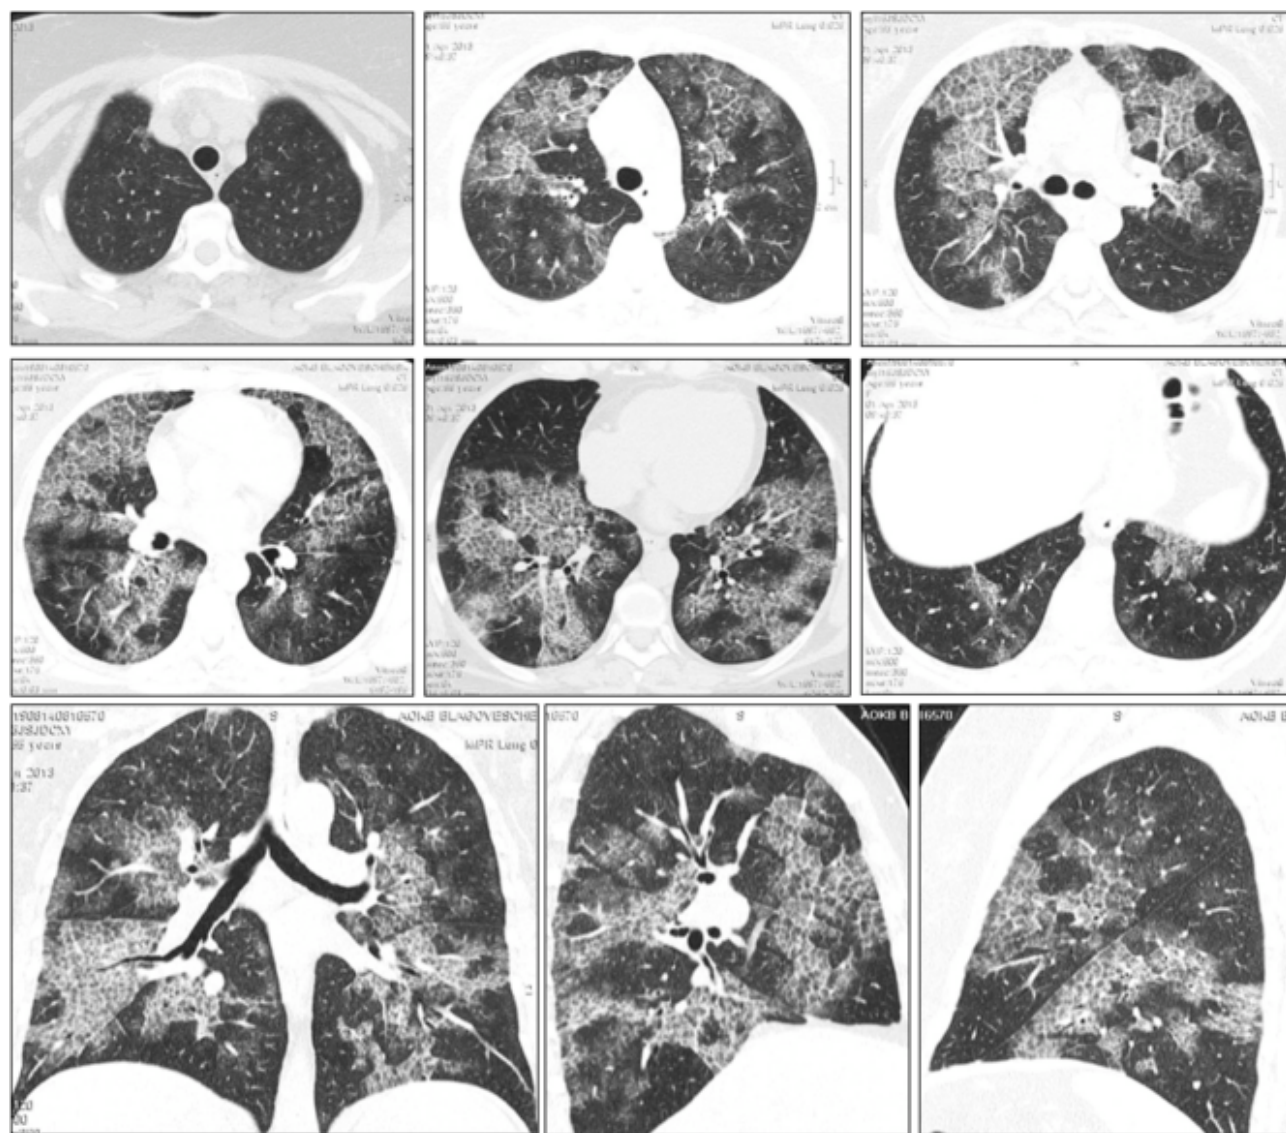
Больная Б., 55 лет, альвеолярный легочный протеиноз. МСКТ органов грудной клетки. Верхние 2 ряда снимков – последовательные апикально-каудальные снимки в аксиальной проекции. Нижний ряд – МПР в краниальной, правой боковой и левой боковой проекциях. Описание изображений в тексте.
